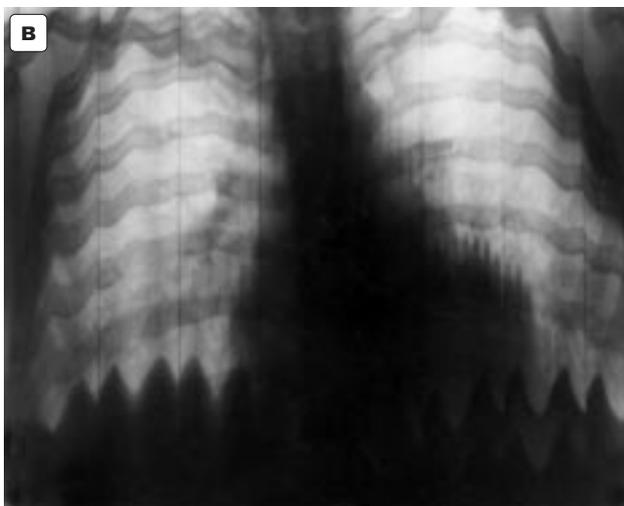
Нормальная диафрагма в рентгеновском изображении. а – прямая проекция, б – правая боковая проекция, в – рентгенокинограмма (при глубоком дыхании).
